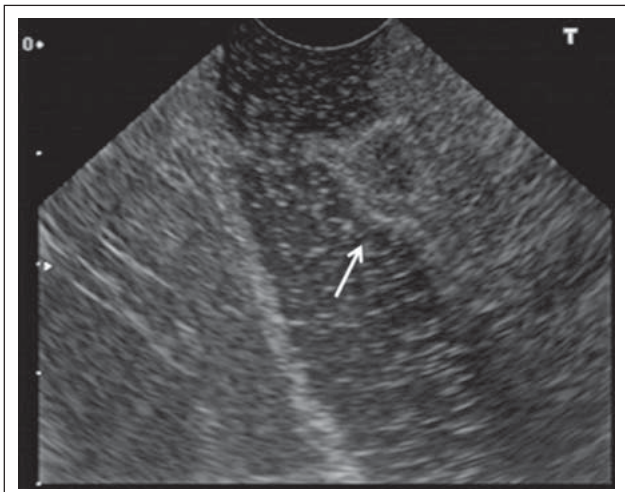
Zirka 7 mm großes Gastrinom im Duodenum (Endosonographie).
